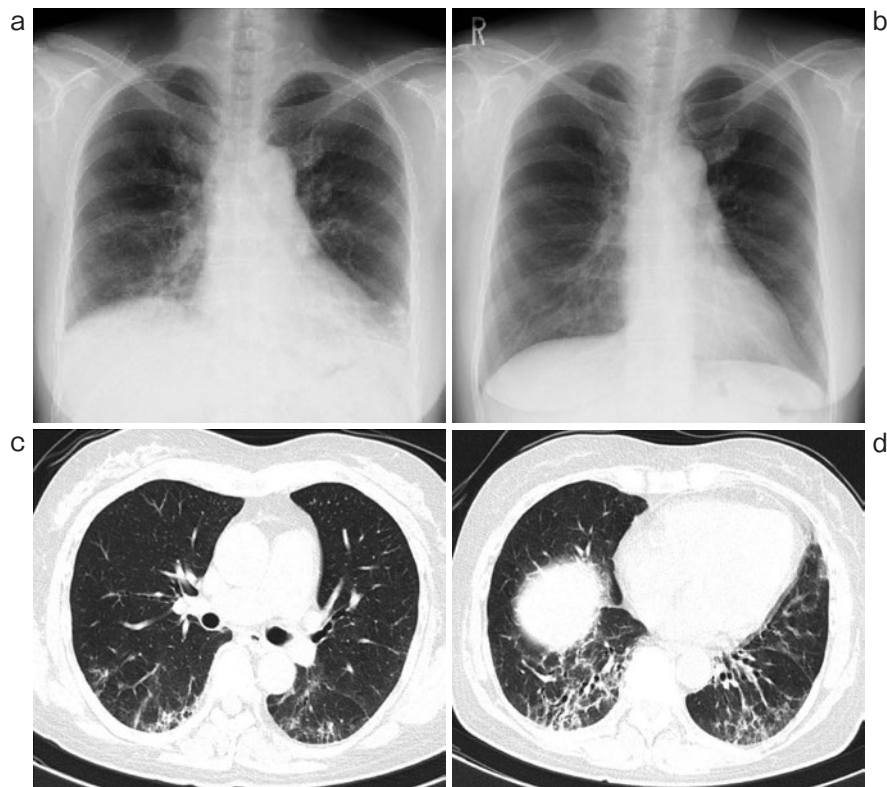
入院時の胸部X線写真(a)では1年前(b)と比較して両側下肺野に網状影, 容積減少を認めた。入院時の胸部単純CT(c, d)では両側下肺背側胸膜下, 気管支血管束沿いに牽引性気管支拡張を伴う網状すりガラス影と両側下葉を主体とした容積減少を認めた。明らかな蜂巣肺の形成は認めなかった。
